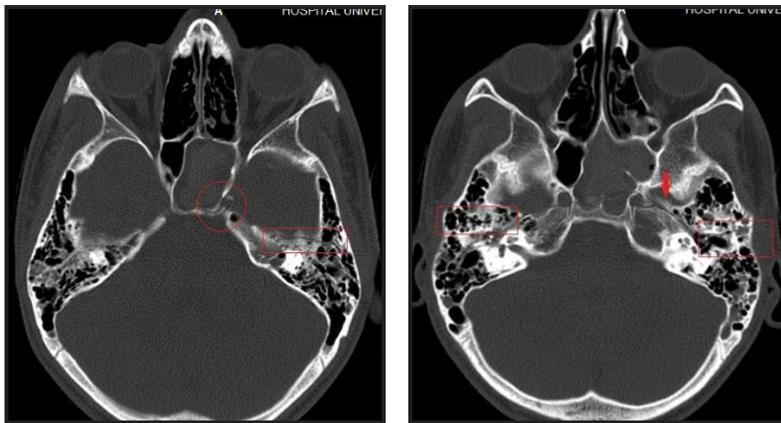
TAC de oído. Se ven trazos de fractura transversales bilateralmente (rectángulos rojos), longitudinal del lado izquierdo (flecha) y en pared lateral del seno esfenoidal izquierdo (circulo) con velamiento total del mismo.
